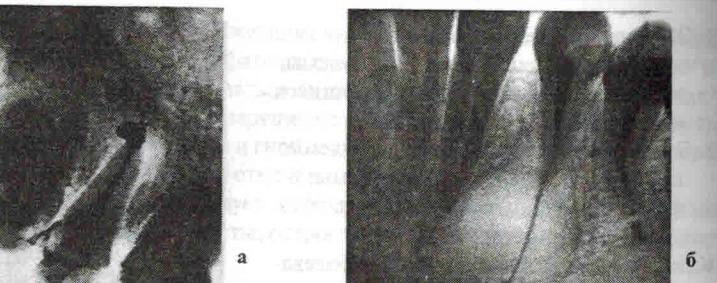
Рентгенологическая картина околокорневой гранулемы (а) и околокорневой кисты (б)
